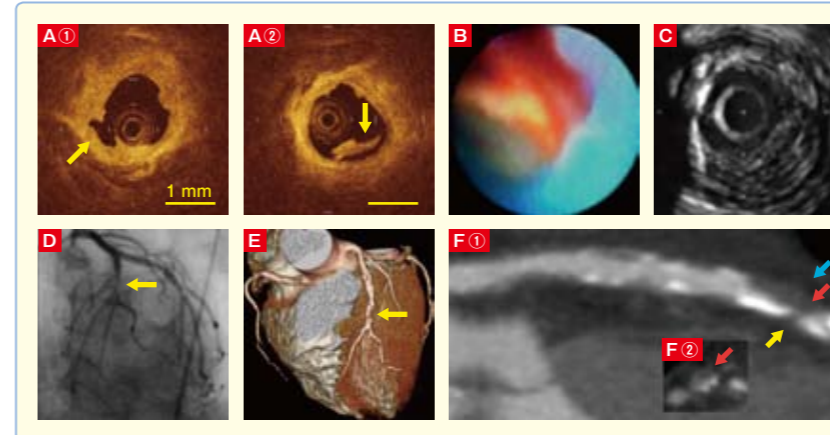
RFC-ACS (= Plaque Rupture) : CTA indicates positive remodeling and LAP (文献<sup>1)</sup>より)
